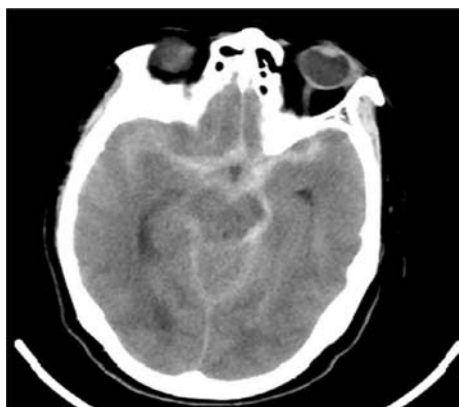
来院時，頭部CT。広範囲に厚いくも膜下出血を認めた（Fisher group III）。
